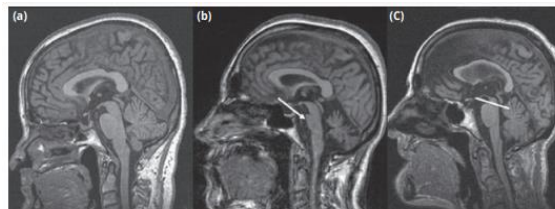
Imágenes de RM ponderadas en T1 mediosagitales
